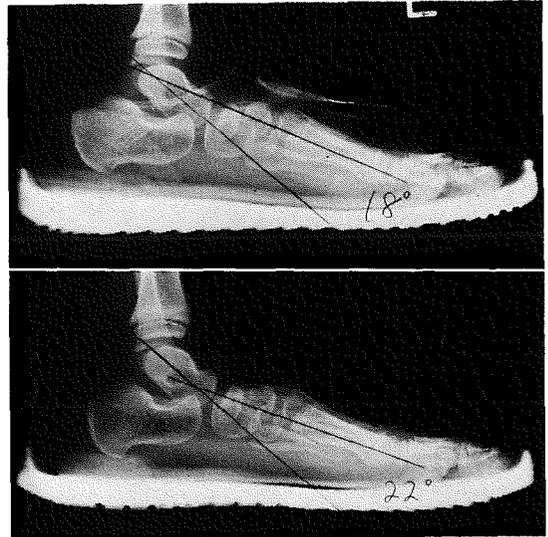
X線写真立位側面像で、上図に比べ下図はTalo-First metatarsal angleが拡大し、アーチが落ちていることが認められる。下図の靴は靴底の中央、内側、つまりウエスト部がやわらかい。
